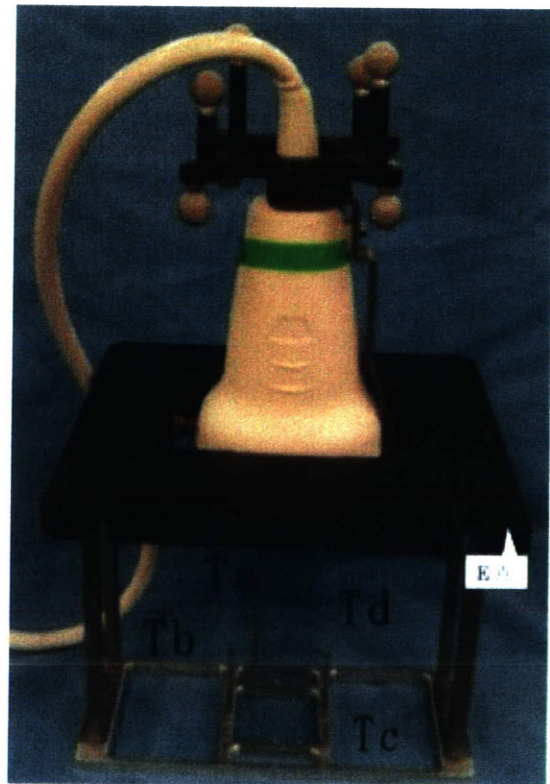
Device used for measuring accuracy of three-dimensional position sensing, and ultrasound probe installed.
